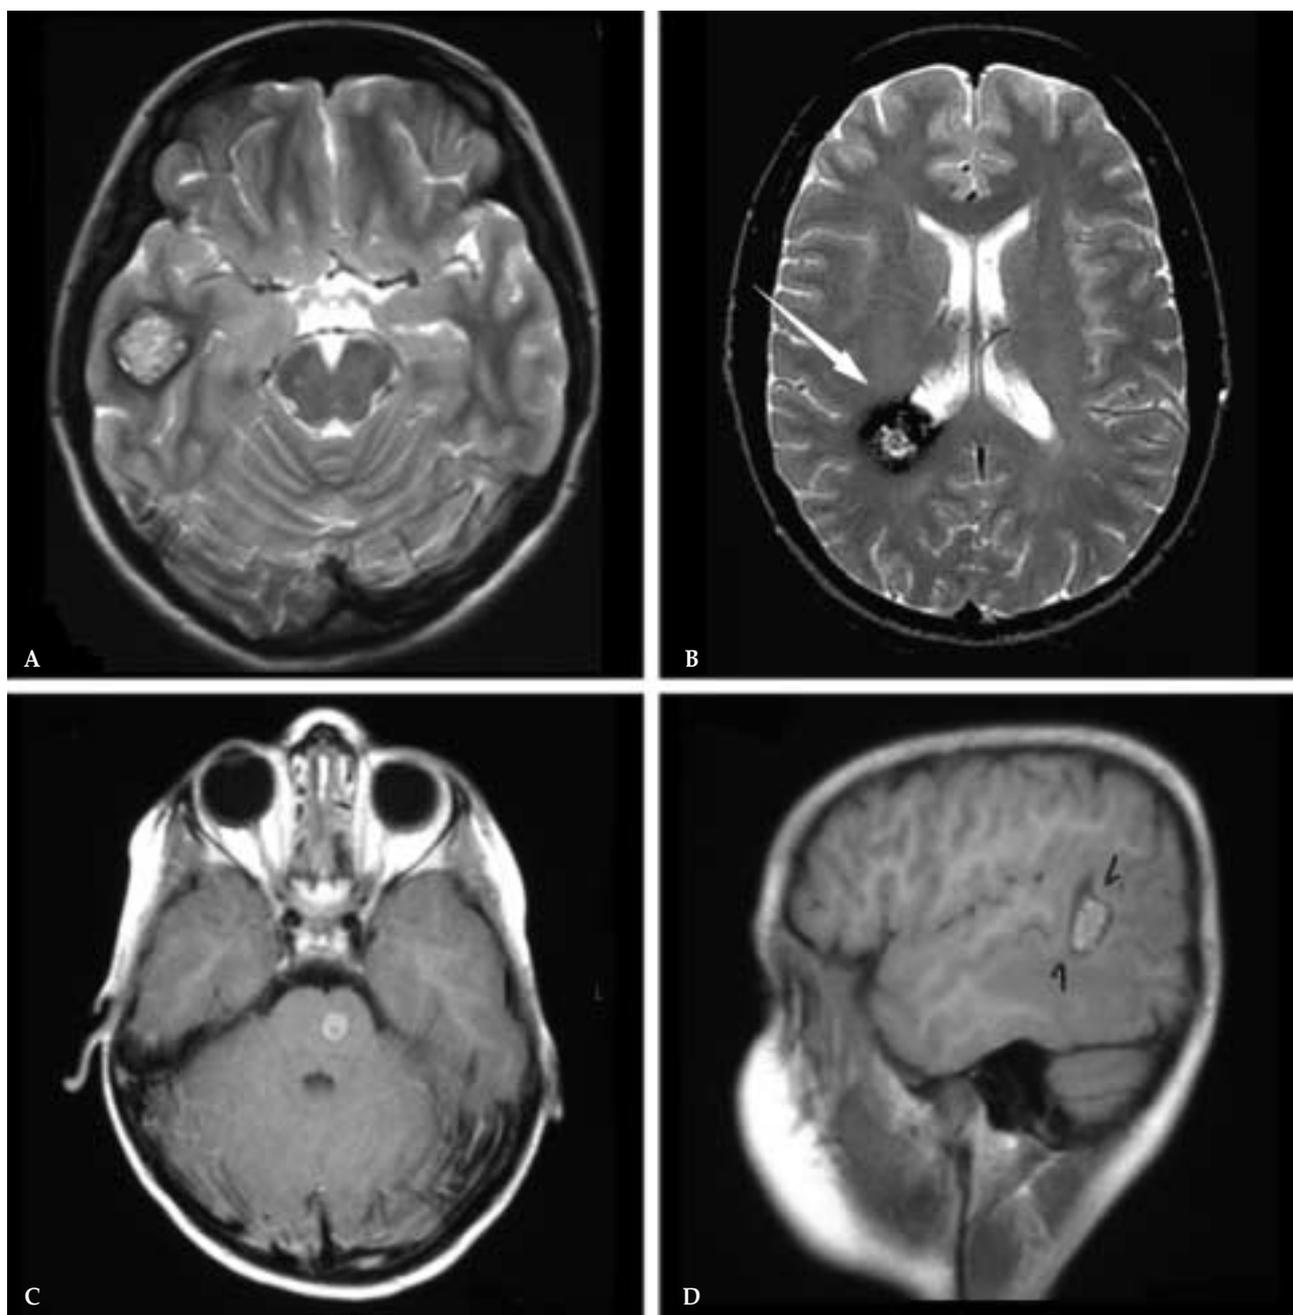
Aspectos de la apariencia de cavernomas en la RM.
